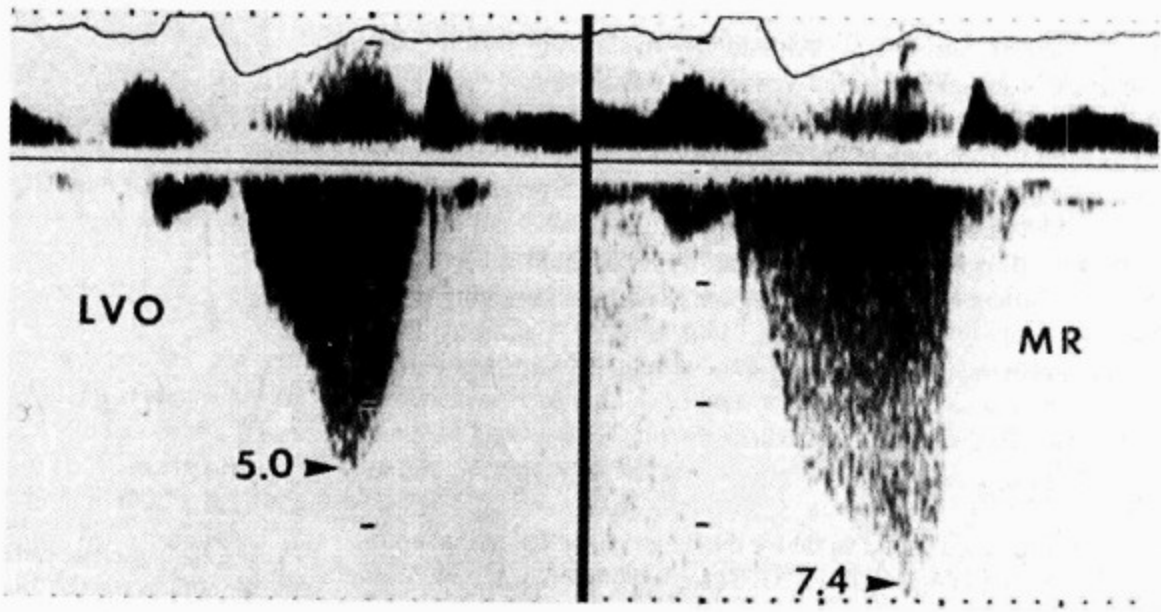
左心室流出道梗阻合并二尖瓣反流患者的连续多普勒超声心动图
